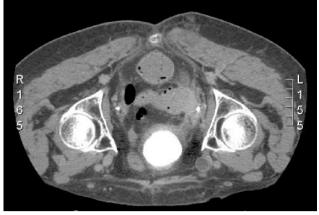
Paziente di 72 aa affetta da recidiva pelvica di adenocarcinoma endometriale determinante stenosi del sigma. A: Rx diretta addome dopo mdc., B: TC con mdc.
